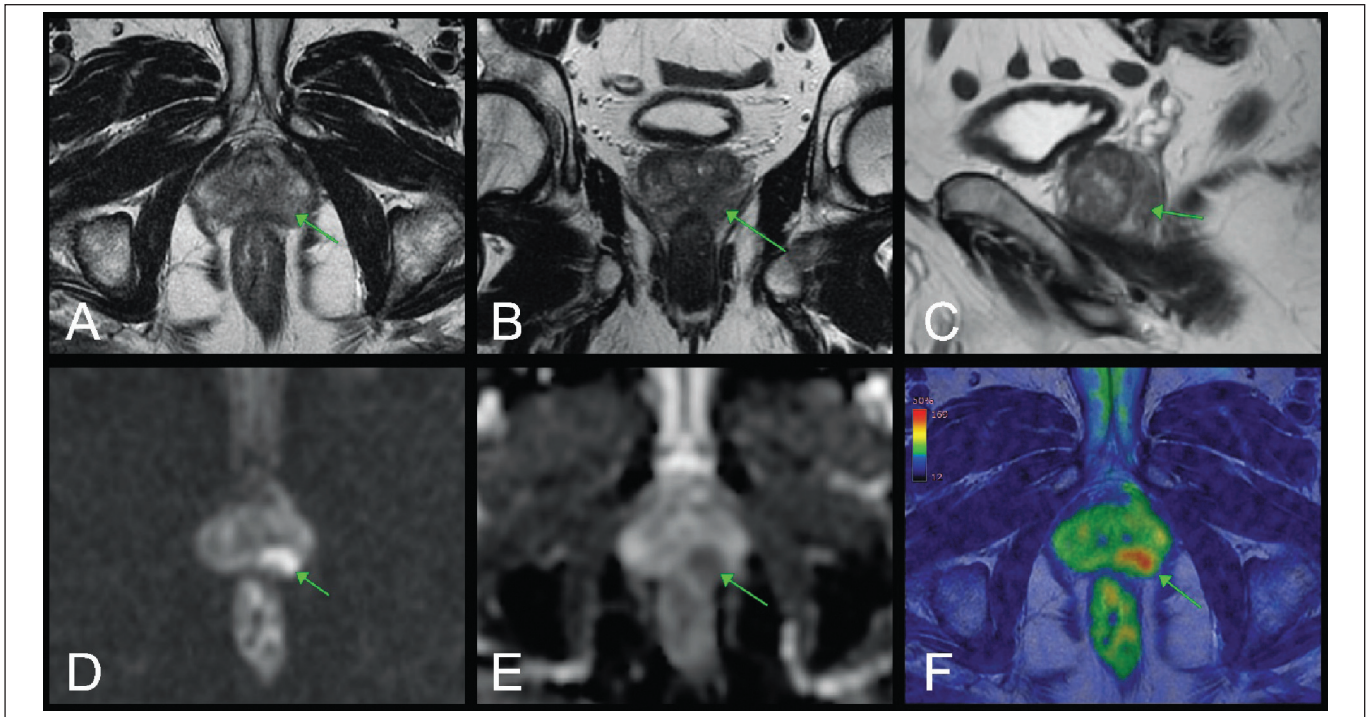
Біпараметрична МРТ передміхурової залози. Той самий пацієнт, ділянки ураження позначені стрілками (ураження PI-RADS 4)
